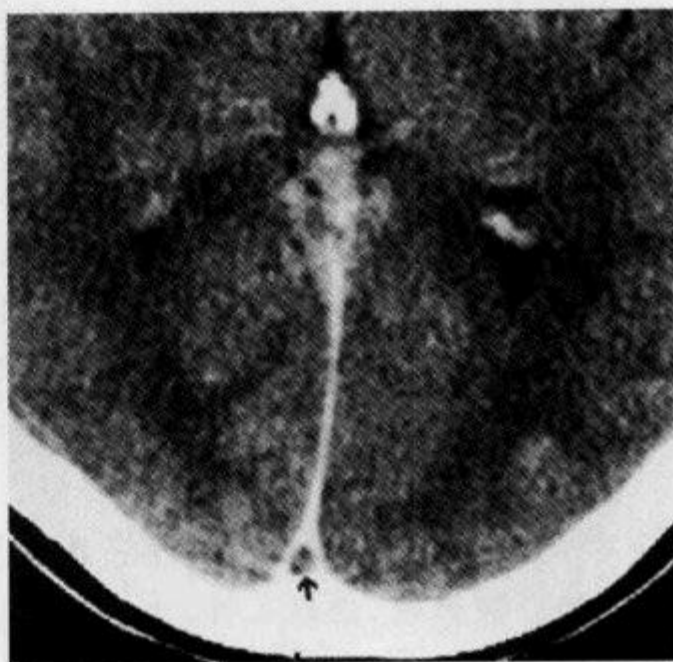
横断面增强 CT 示“空 Δ 征”
